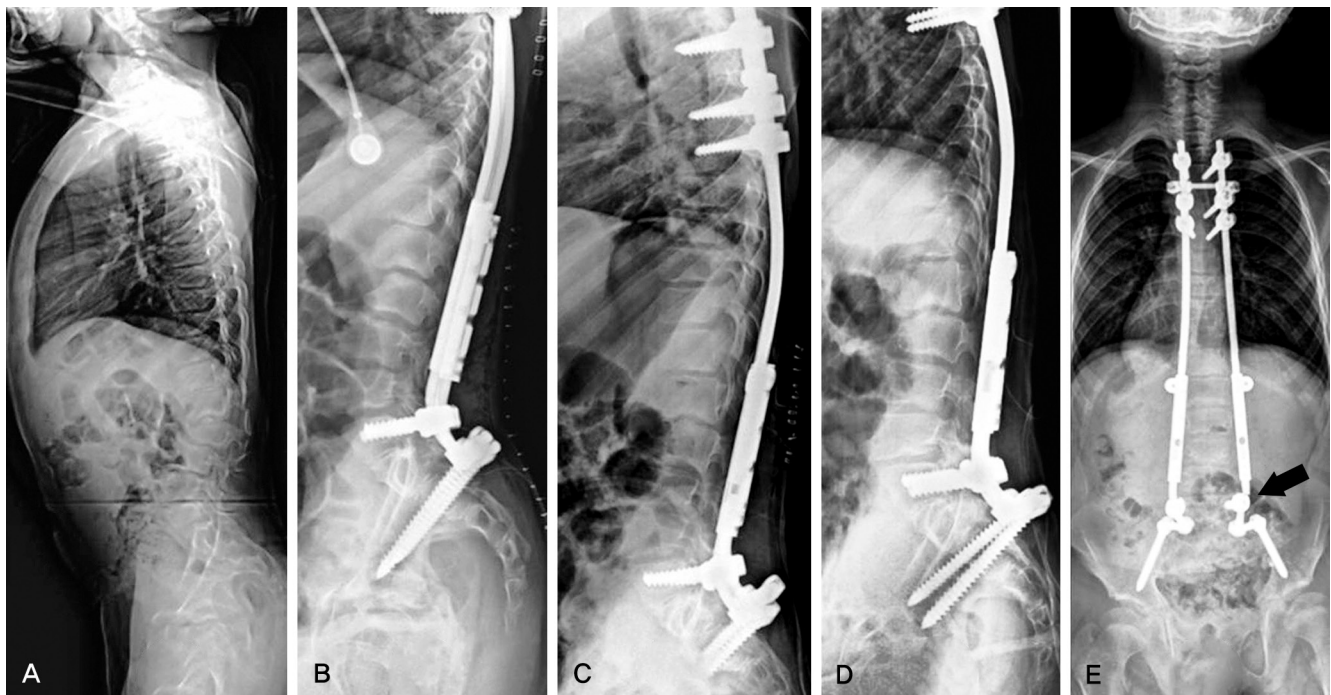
Serial radiographs of 10 years 9 month male patients with spondyloepiphyseal dysplasia. (A) Preoperative whole spine Lateral view. (B) Whole spine lateral view after primary surgery. (C) Whole spine lateral view after first lengthening procedure for growing rods. (D) Whole spine lateral view after second lengthening procedure for growing rods. (E) Whole spine PA view shows rod breakage of left distal lumbar rod (arrow) during follow up after second lengthening procedure for growing rods.
